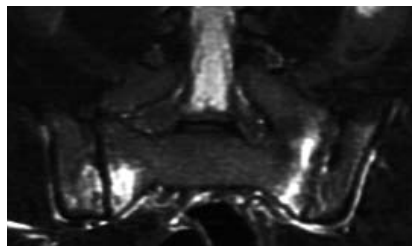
МР-томограмма КПС в полукорональной проекции (режим SE T2). Двусторонний активный сакроилиит. ОКМ в виде участков высокоинтенсивного МР-сигнала в субхондральных отделах крестца с двух сторон и в правой подвздошной кости
